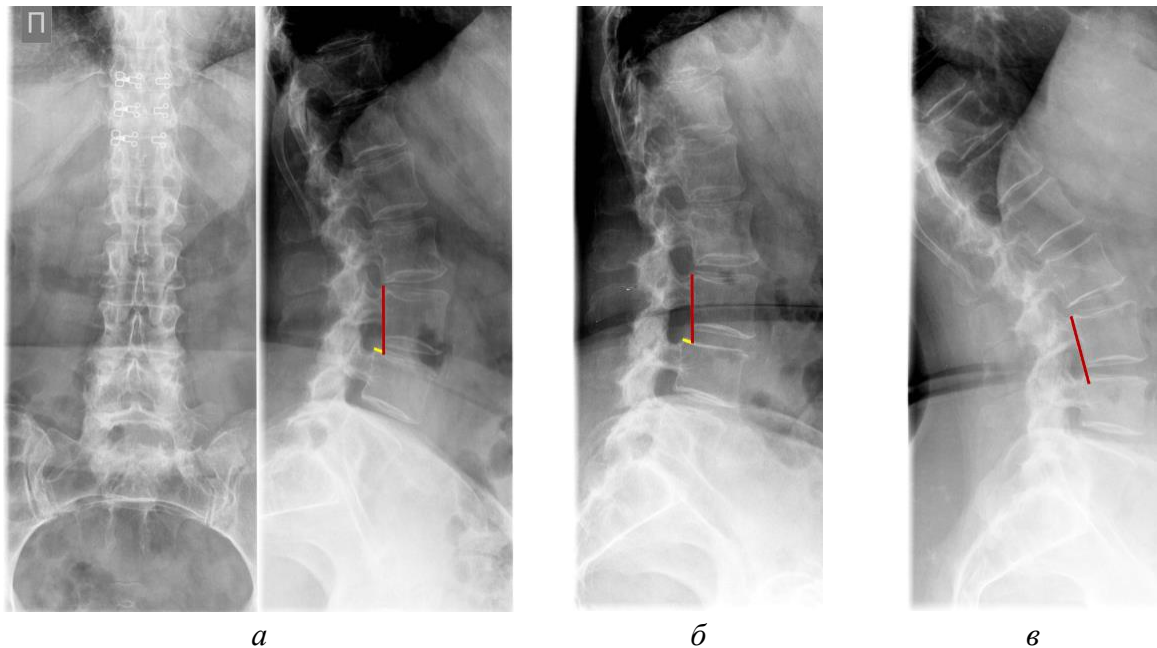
Рентгенограммы пояснично-крестцового отдела позвоночника в прямой и боковой проекциях (а), в положении максимального сгибания (б) и разгибания (в). Отмечается смещение L3 кпереди в пределах 5 мм (а). Задняя поверхность L4 (красная линия), желтая линия – смещение L4 кпереди. В положении сгибания смещение сохраняется (б), в положении разгибания смещение нивелируется, что указывает на признаки нестабильности (в)
